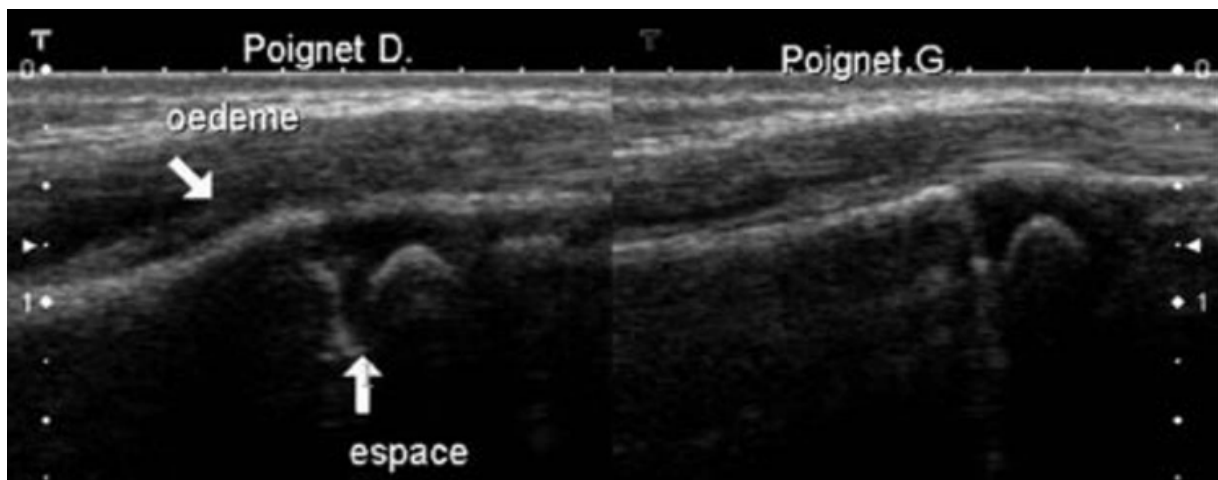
Décollement épiphysaire distal du radius. Garçon de 7 ans .Radiographies peu démonstratives. Les coupes échographiques comparatives des extrémités distales des radius mettent en évidence, à droite, une physe un peu plus large qu'à gauche, et un œdème des parties molles adjacentes : décollement épiphysaire distale du radius droit. (21)
